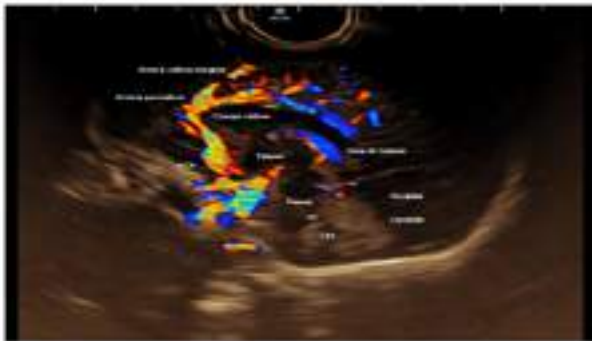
Corte sagital con el uso de *doppler* color en el que se identifican la arteria cerebral anterior (ACA), la arteria pericallosa, la arteria callosa marginal, el cuerpo calloso, el tálamo, el puente, el cuarto ventrículo (4V), la cisterna magna (CM), la vena de Galeno, el cerebelo y el lóbulo occipital.
